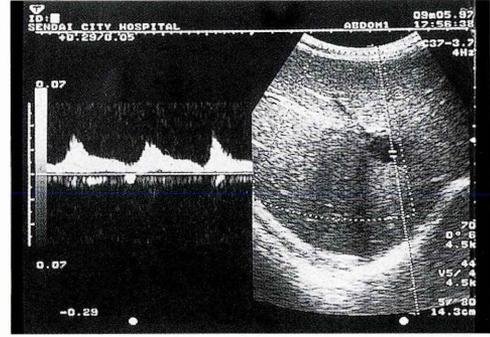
超音波ドプラー法 内部に拍動性の血流を見る。
